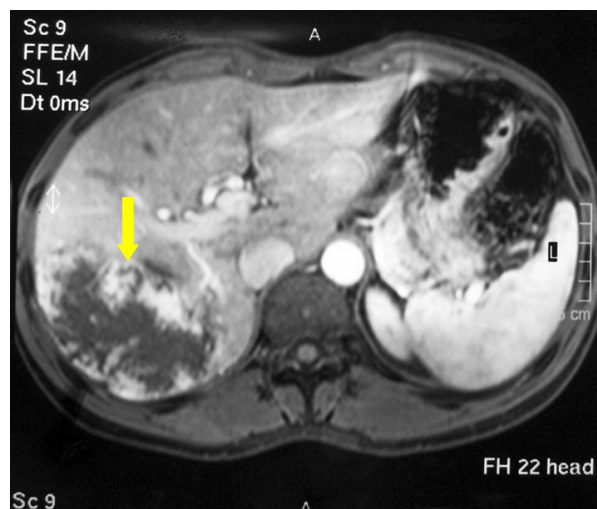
RM, demonstrando o nódulo hepático na fase tardia com preenchimento centrípeto parcial.
